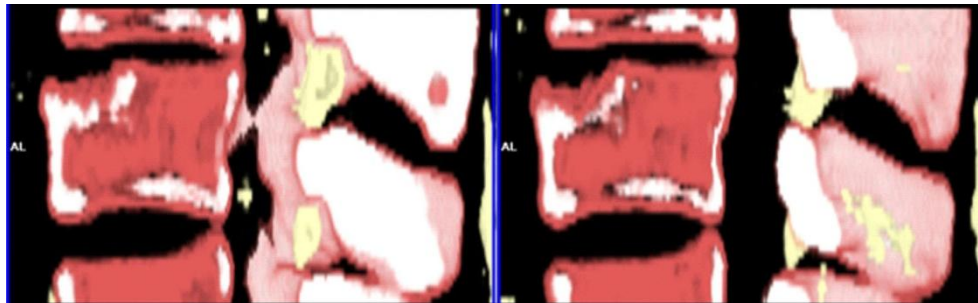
КТ поясничного отдела позвоночника, MPR, обработка данных на рабочей станции «Leonardo». Компрессионный перелом у больной остеопорозом (56 лет)
